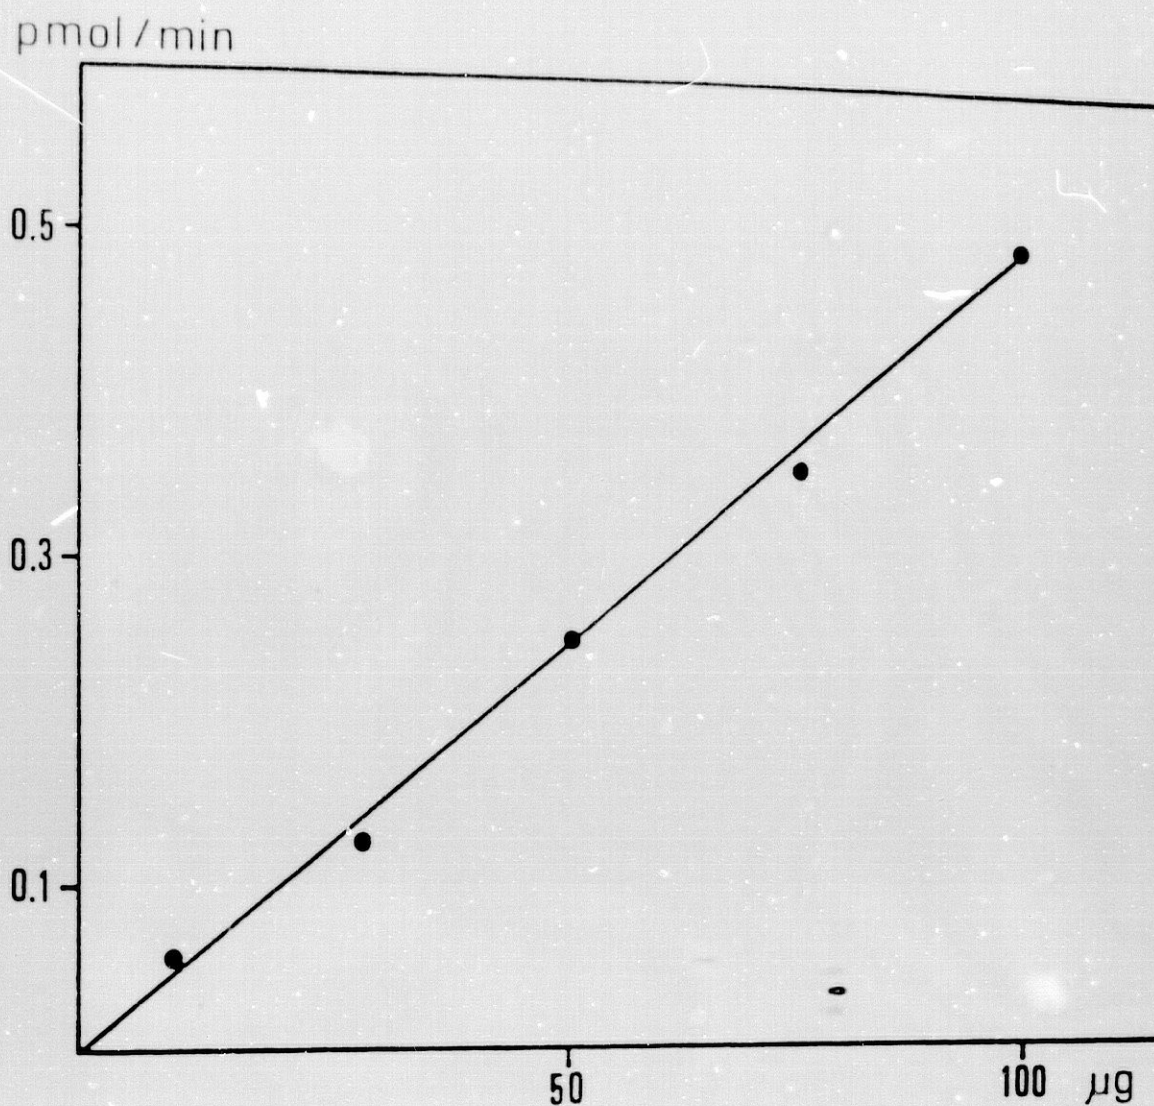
VARIACION DE LA FORMACION DE GMPc EN CUERO CABELLUDO ALOPECICO RESPECTO DE LA CONCENTRACION DE PROTEINAS. DISTINTAS CONCENTRACIONES DE PROTEINAS INCUBADAS A 37°C CON GTP 0.5 mM DURANTE 10 MINUTOS. LA ACTIVIDAD SE EXPRESA COMO PMOL DE GMPc FORMADO / MINUTO
